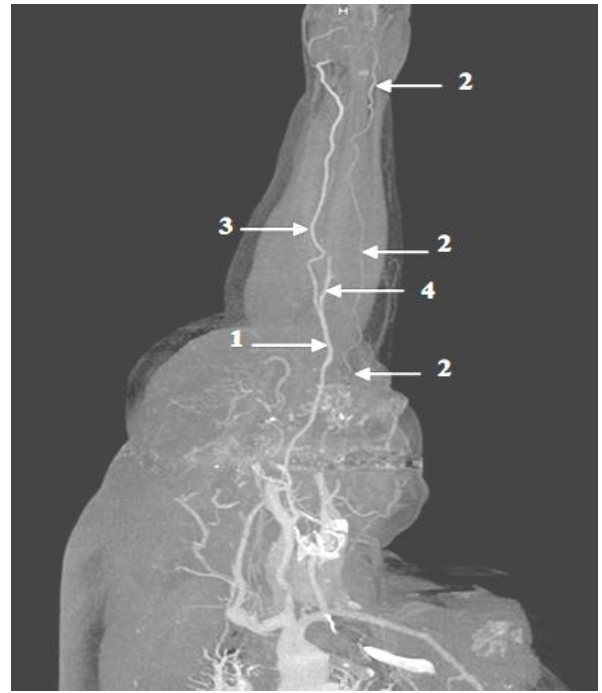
Origine înaltă a arterei ulnare, aspect ventral: 1 – artera brahială; 2 – artera ulnară; 3 – artera radială; 4 – artera interosoasă comună; imagine, angio-CT 3D.
